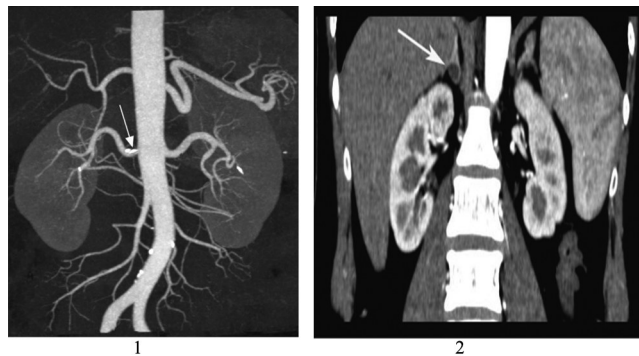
肾动脉 CTA 最大密度投影 (MIP), 清楚显示肾动脉主干及 2~4 级分支走行, 箭头所指为右肾动脉近端小钙化灶, 经过测量右肾动脉近段轻度狭窄 (狭窄程度为 45%)。
